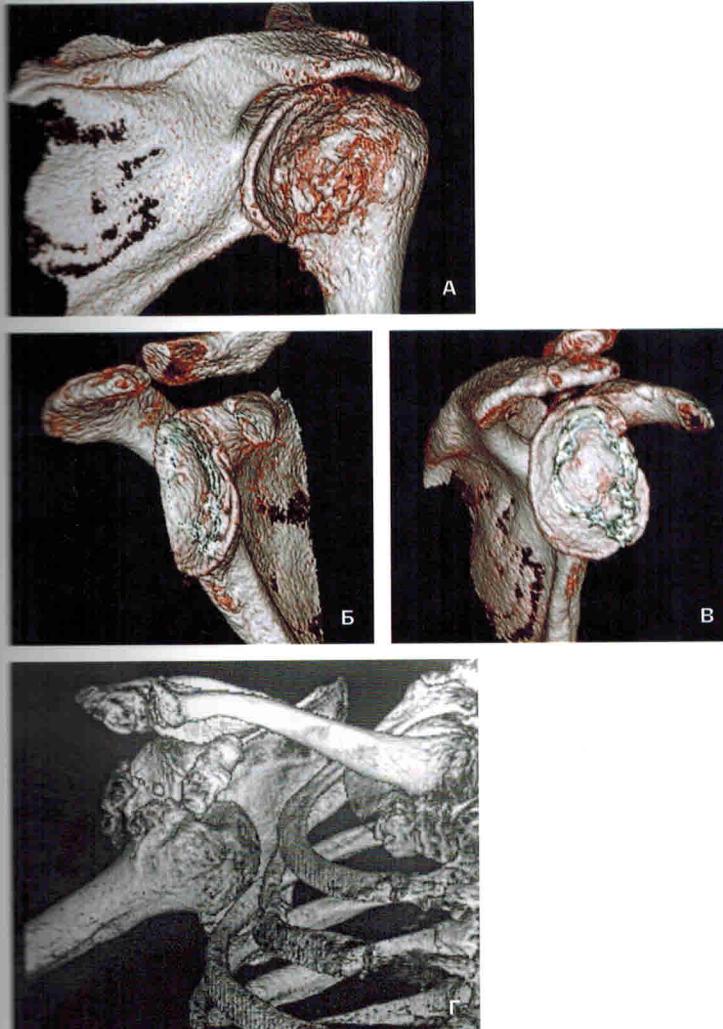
А–Г. А – КТ плечевого сустава в 3D-реконструкции: деформирующий артроз плечевого сустава IV степени по Каспирской, резкое сужение суставной щели, деформация контуров ГПК с разрастанием остеофитов и подвывихом головки плеча кпереди с ее проксимальной миграцией; Б, В – КТ в 3D: деформация суставной впадины лопатки с нарушением ее контуров и формированием двояковогнутой формы суставной поверхности за счет подвывиха головки плеча и ее абразивного воздействия на передний отдел гленоида; Г – застарелый передний подключичный вывих головки правого плеча с формированием переднего повреждения Хилла–Сакса – фрагментированный перелом верхнего отдела большого бугра плечевой кости
